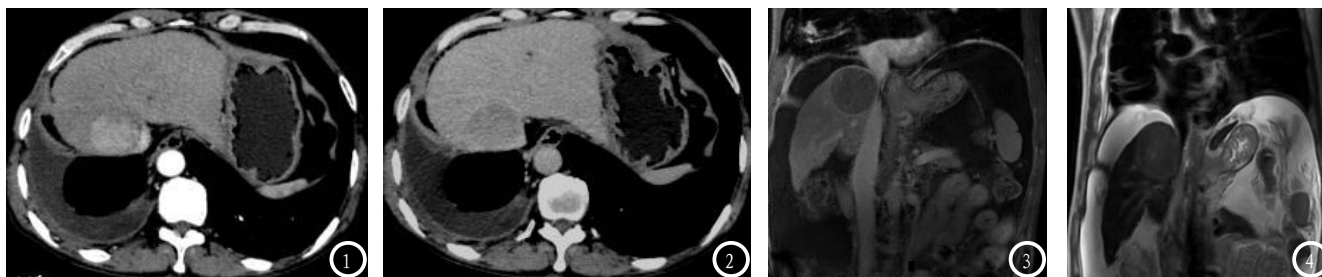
CT增强动脉期肝右后叶见一明显强化结节,边界清楚。图2 CT延迟扫描后肿瘤强化明显减退。图3 T1加权扫描肝脏左内叶类圆形稍低信号影,周围见纤细的低信号假包膜环绕。图4 T2加权动态增强扫描肿瘤较肝实质明显强化,延迟扫描呈低信号。
